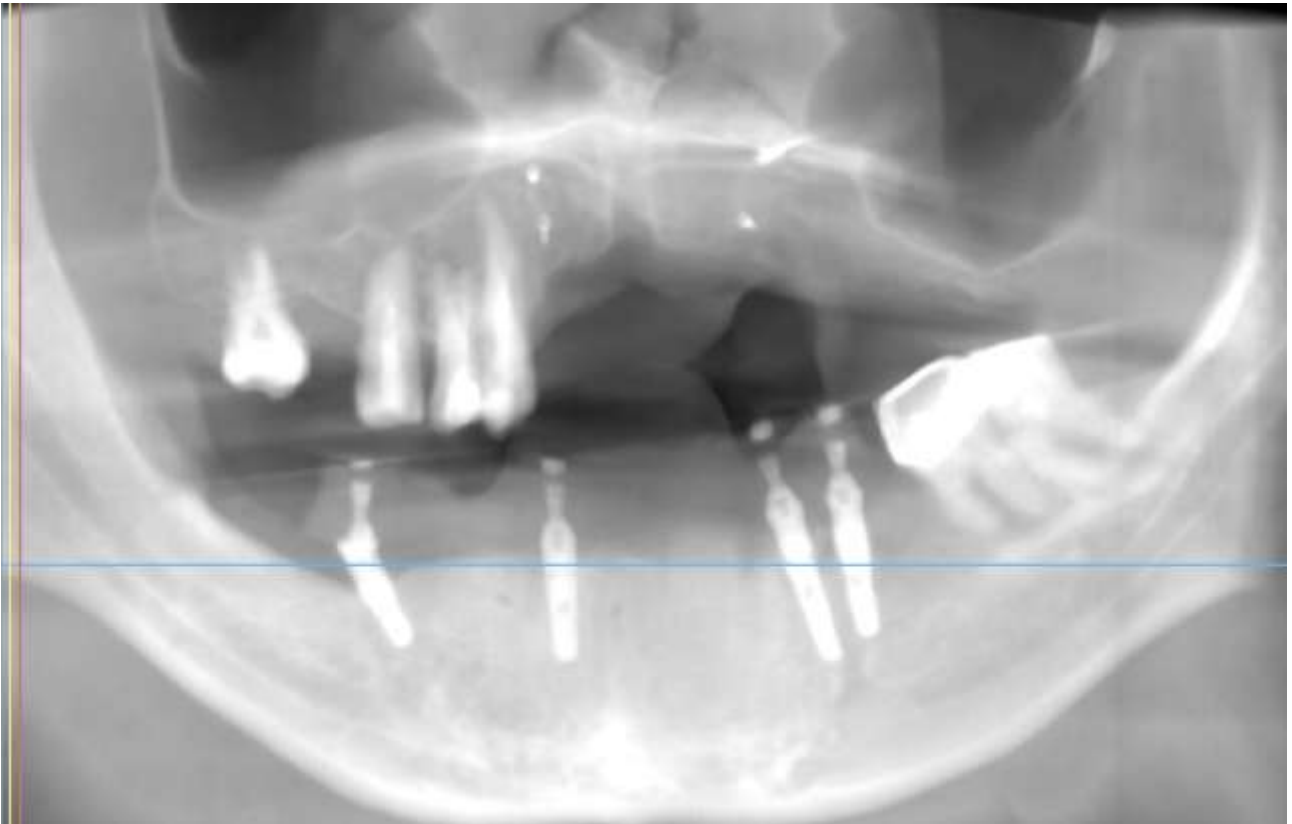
Панорамний зріз томографії пацієнта перед імплантацією верхньої щелепи. Внизу помітно тимчасовий протез зафіксований за допомогою Rosen screw.
